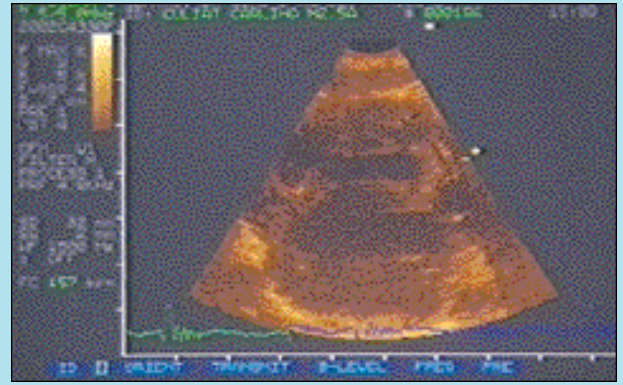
Proiezione parasternale destra asse lungo modificata: si osserva nel ventricolo destro il muscolo papillare anomalo con inserzione tendinea sul setto interventricolare all'altezza dell'aorta.
